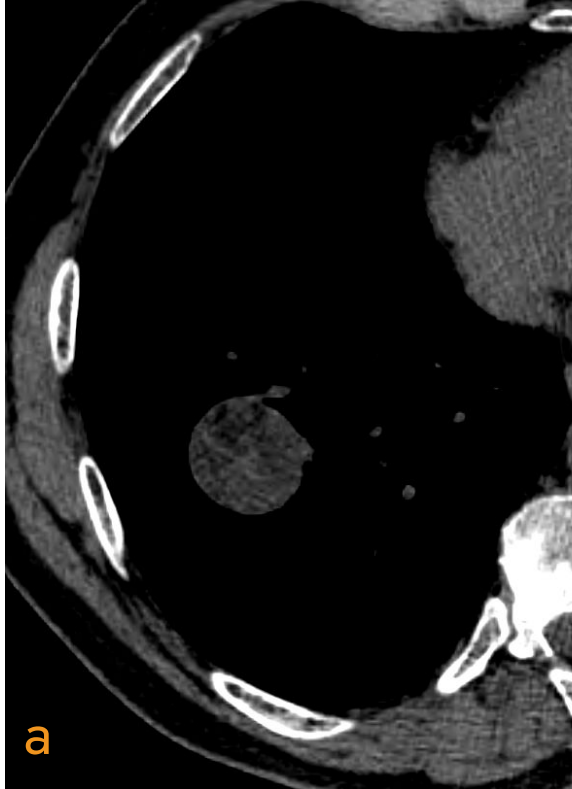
Cortes TC axial en ventana pulmonar en tres pacientes diferentes. Nódulos sólidos bien definidos con áreas de atenuación grasa (a), calcificaciones en palomitas de maíz (b) y combinación de ambas (c).
